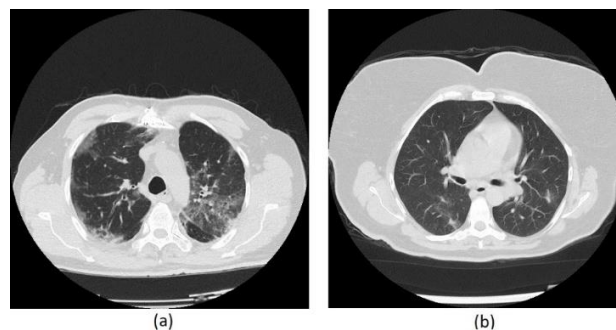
Original chest CT images of two different patients who died and healed with Covid-19 disease
